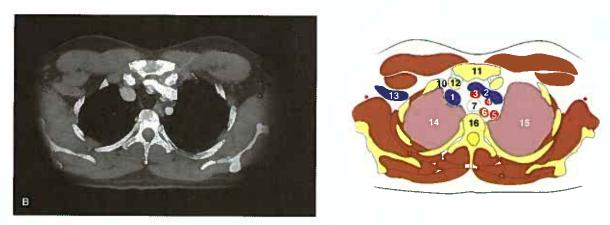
TC seriadas transversas del tórax. A. Se señala el nivel de cada corte (líneas discontinuas). B. A nivel de las articulaciones esternoclaviculares, la vena braquiocefálica izquierda (2) cruza la línea media anterior a las tres ramas del arco de la aorta (3, 4 y 5) para unirse a la vena braquiocefálica derecha (1), formando la vena cava superior (22) a un nivel más inferior (continúa).
